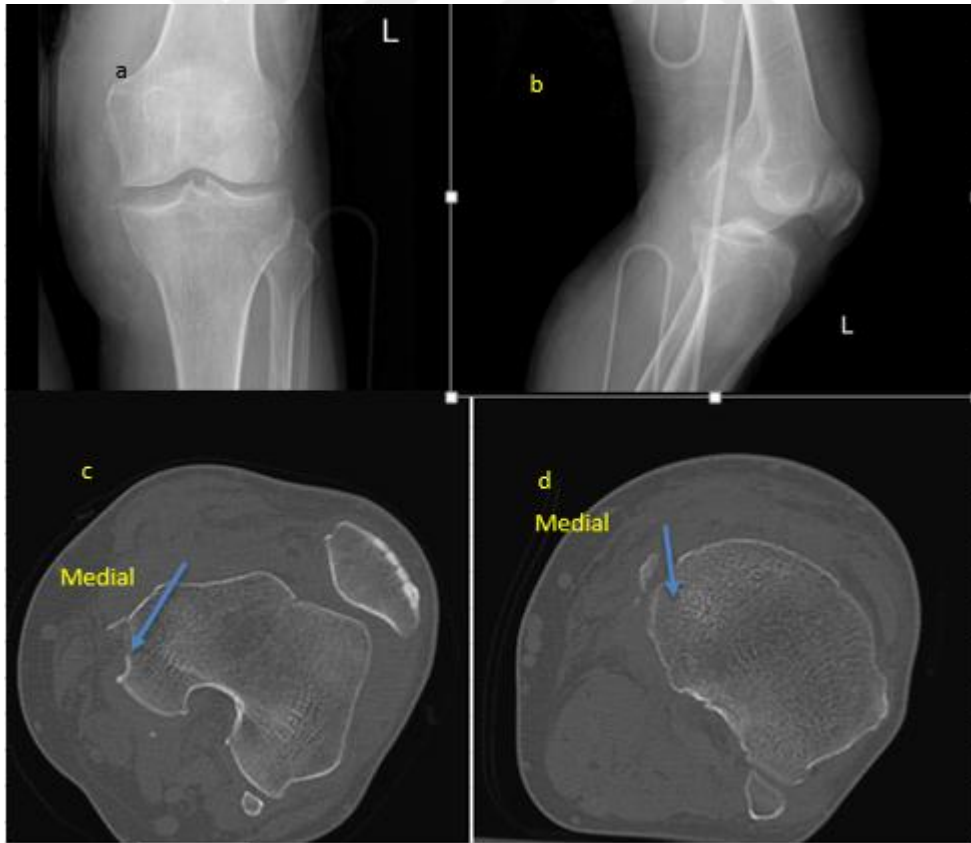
1 numaralı hastaya ait; a. Lateral Xray görüntüsü, b. AP Xray görüntüsü.
